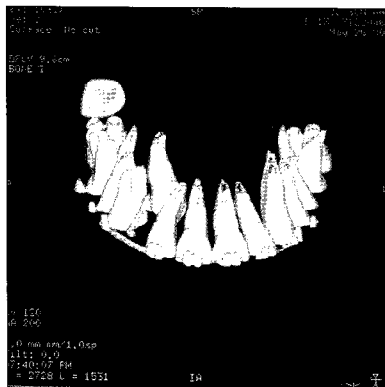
CT-3D view at 2nd surgery.
